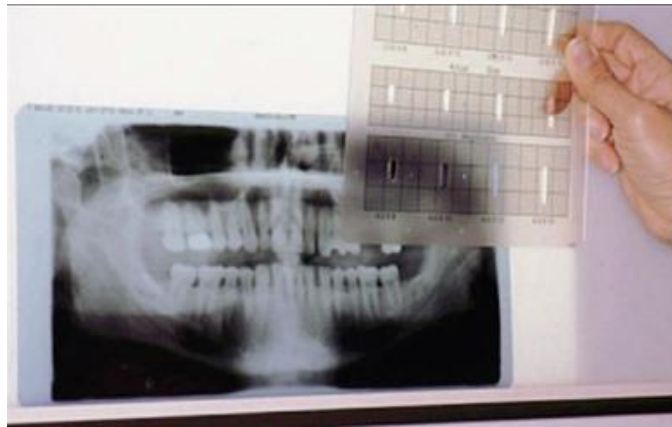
radiographie panoramique pré-implantaire.
